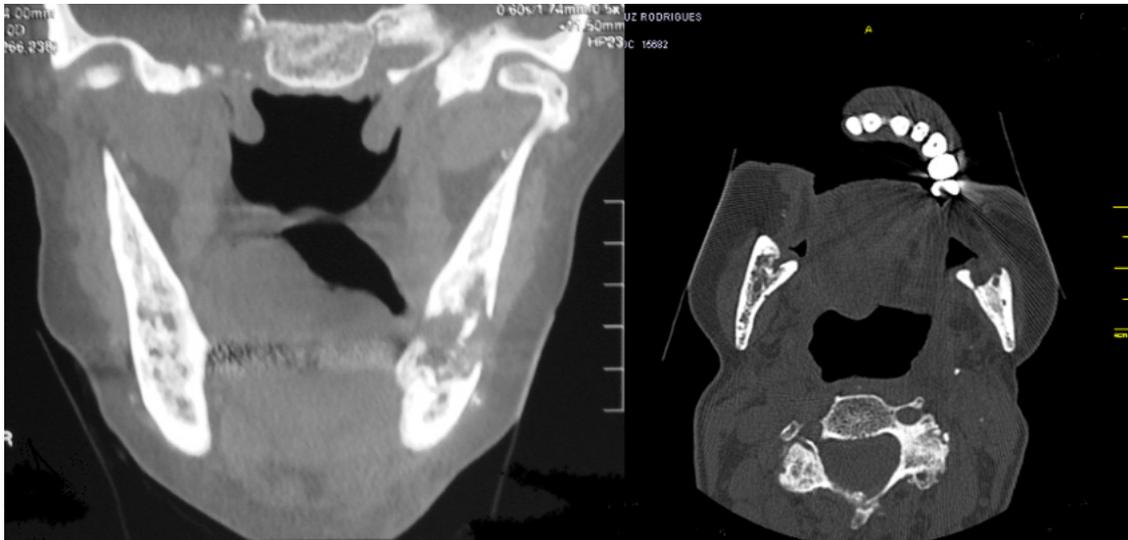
Comparação entre as TC realizadas pelo doente descrito no Caso Clínico 1 em abril de 2009 (à esquerda) e em maio de 2010 (à direita): evolução da lesão osteolítica da hemimandíbula esquerda
